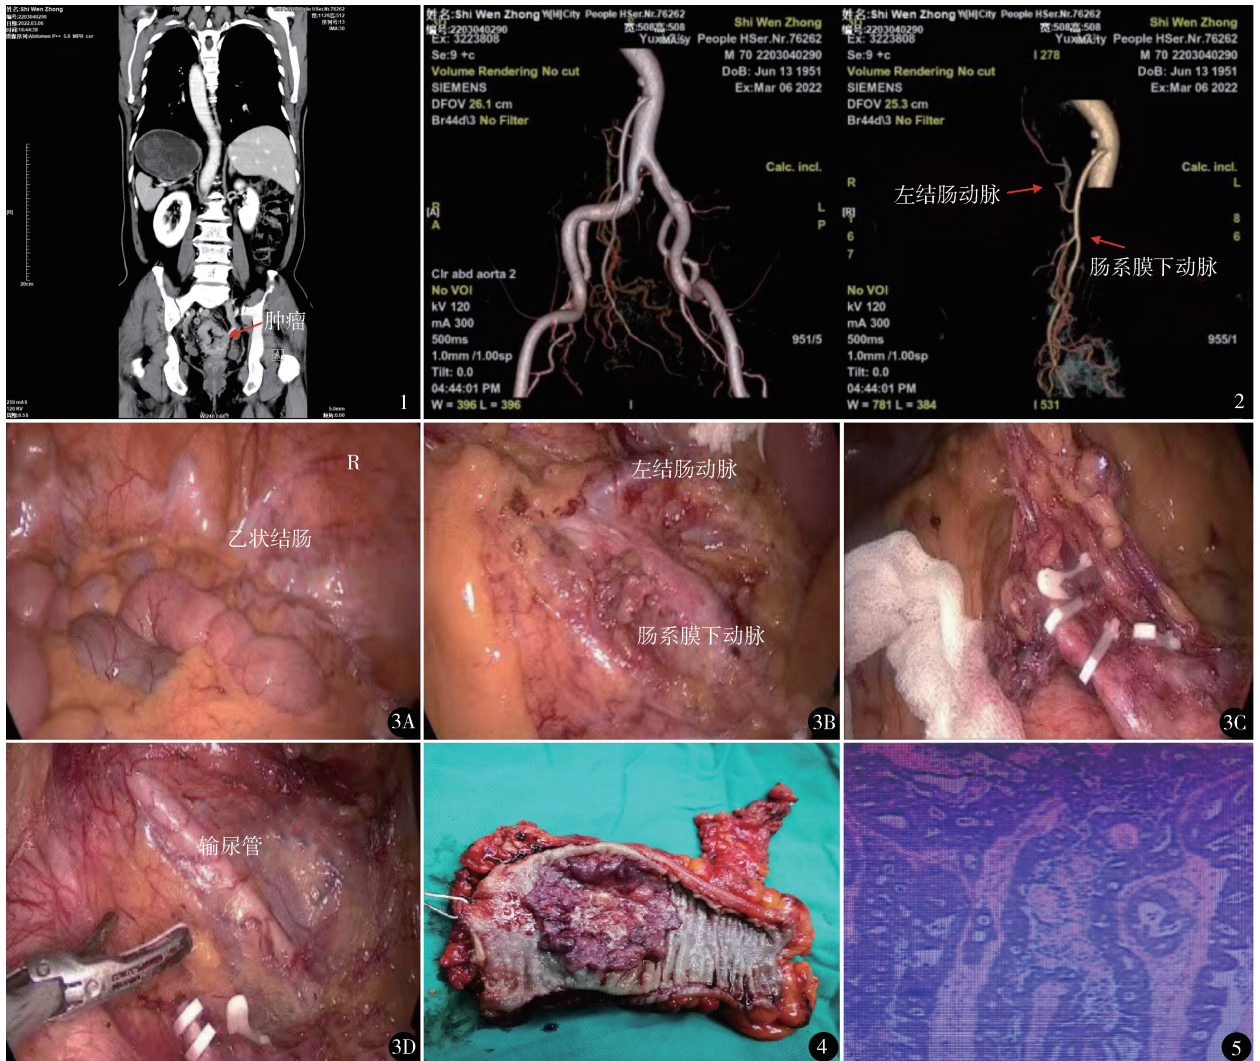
胸腹部增强 CT 示胸部及腹腔器官左右完全转位,直肠中上段肠壁不规则增厚并异常强化 图 2 肠系膜下动脉及分支三维成像示肠系膜下动脉分支为直乙共干型,单独分出左结肠动脉 图 3 A. 乙状结肠位于右下腹;B. 肠系膜下动脉分出左结肠动脉,清扫 253 组淋巴结;C. 保留左结肠动脉,离断肠系膜下静脉;D. 沿 Toldt 间隙向下拓展 图 4 大体肿瘤标本 图 5 显微镜下见癌组织浸润至浆膜下层,神经未见癌组织侵犯,脉管腔内未见癌栓,直肠近远切端未见癌组织,诊断直肠中分化腺癌(HE 染色 ×100)
